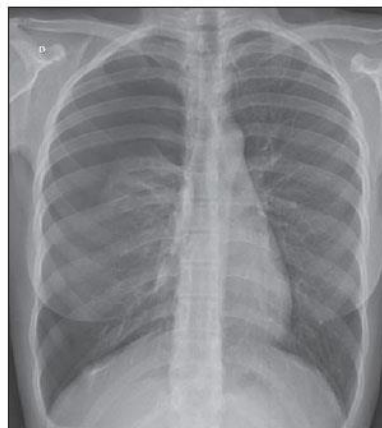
Radiografia de Tórax evidenciando pneumotórax à direita.
